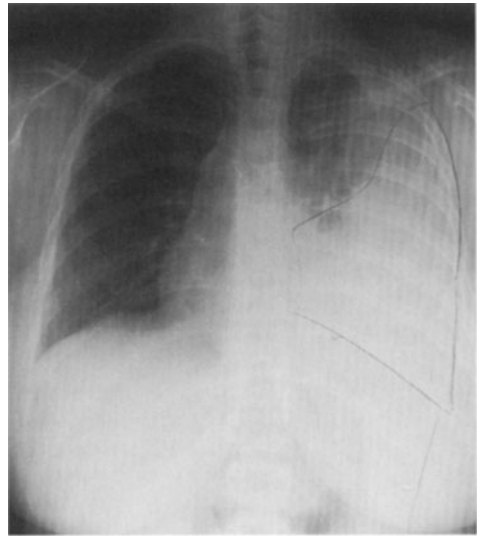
Röntgenaufnahme mit Pleuraerguß (markiert)
